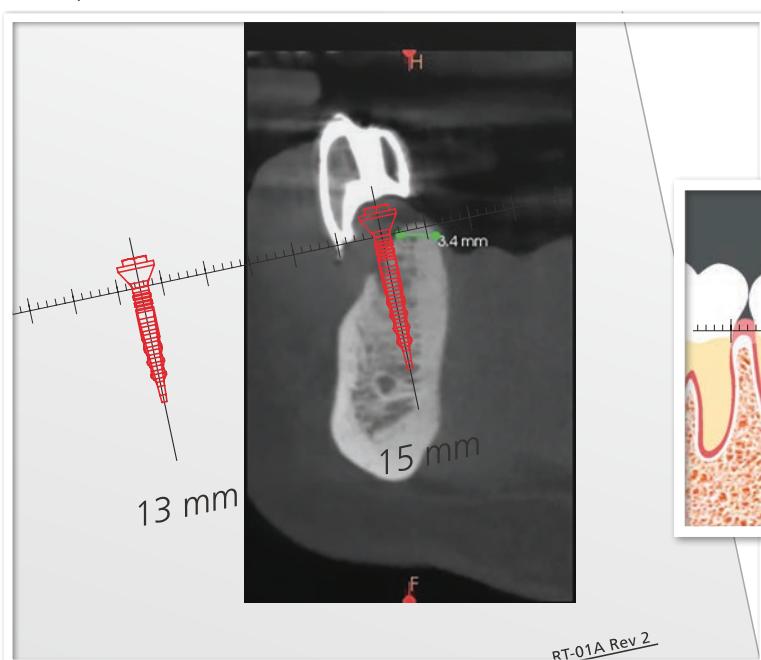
Pre-operative planning (REX TL 1.8 Radiographic Template used)
